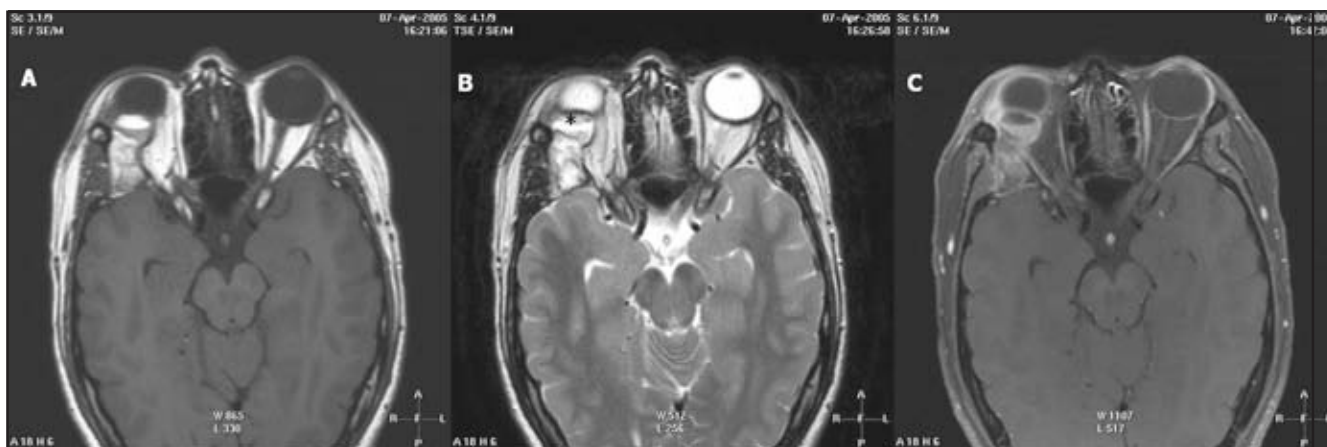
Imágenes de resonancia magnética en plano axial potenciadas en T1(A), T2 (B) y T1 con saturación de la señal grasa y contraste (C), que demuestran la presencia de una intensidad de señal similar entre la lesión orbitaria derecha y la de la grasa del tejido celular subcutáneo, con artefacto de desplazamiento químico en la interfase entre distintos componentes de la misma (asterisco en B).
